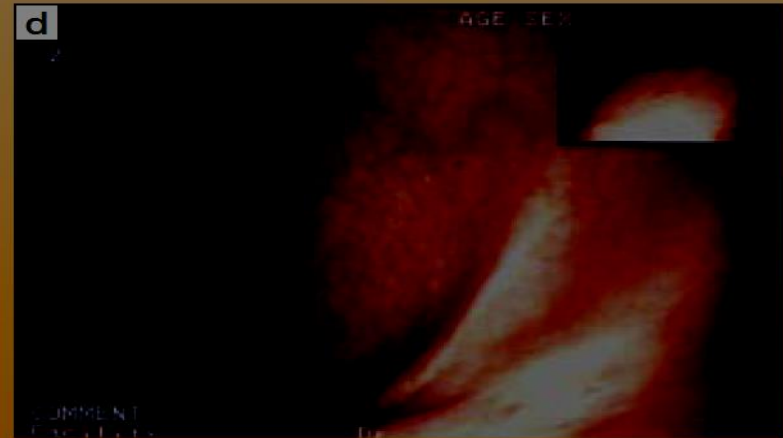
ESD using FlushKnife BT™ for rectal mucosal carcinoma of 80mm in diameter
